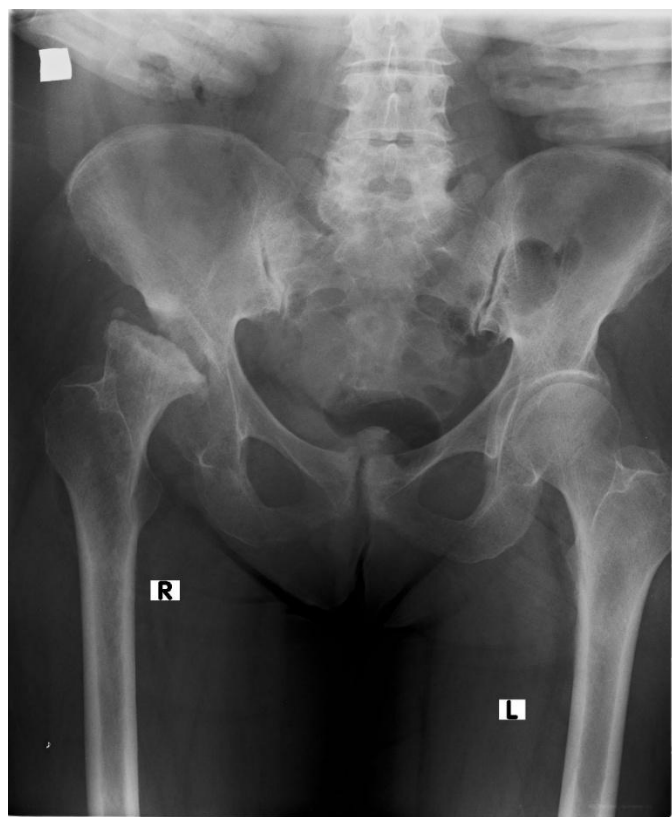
X-Ray before surgery
